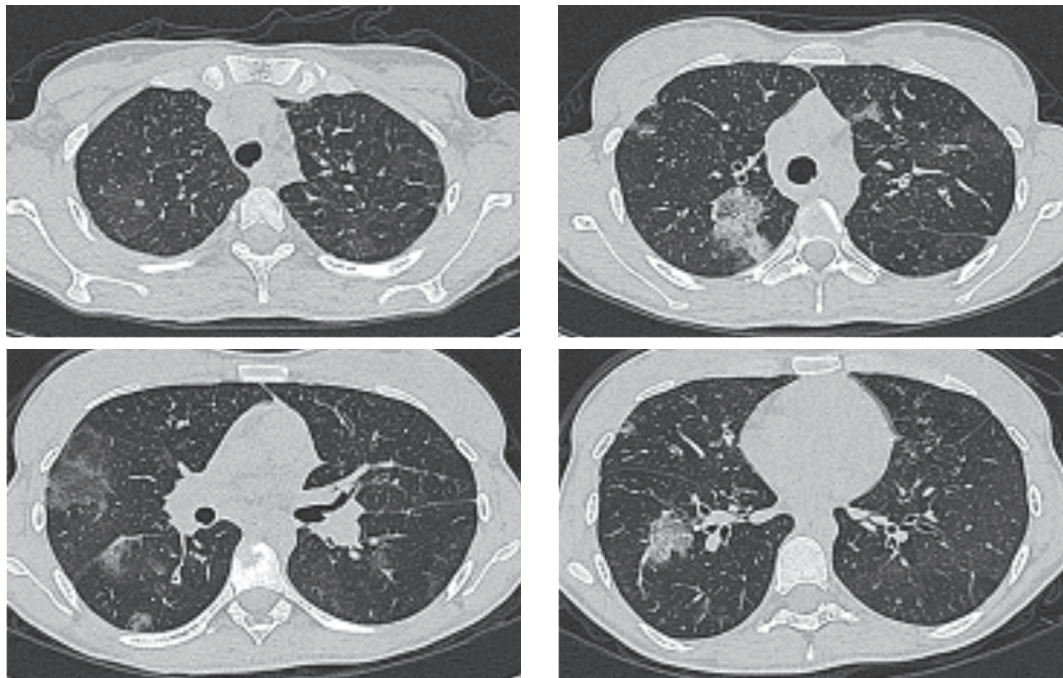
TAC-AR do tórax que revela: brônquios de paredes espessadas e bronquiectasias nos lobos inferiores; áreas de vidro despolido nos lobos superiores e de predomínio periférico, assumindo o aspecto de consolidação em algumas áreas; adenopatias na loca de Baretz, subcarinais e hilares bilaterais
